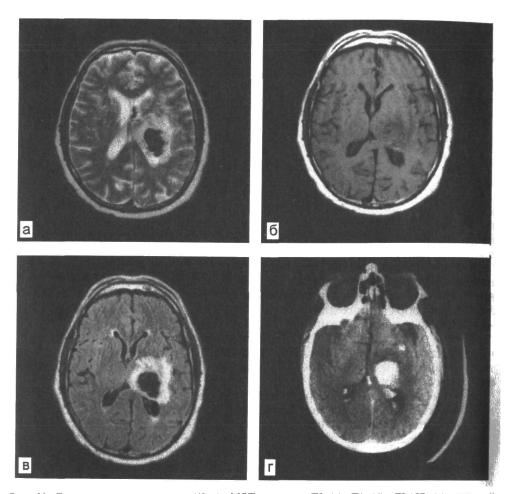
Геморрагический инсульт (48 ч). МРТ в режиме T2 (а), T1 (б), FLAIR (в), КТ-изо-бражение (г).
